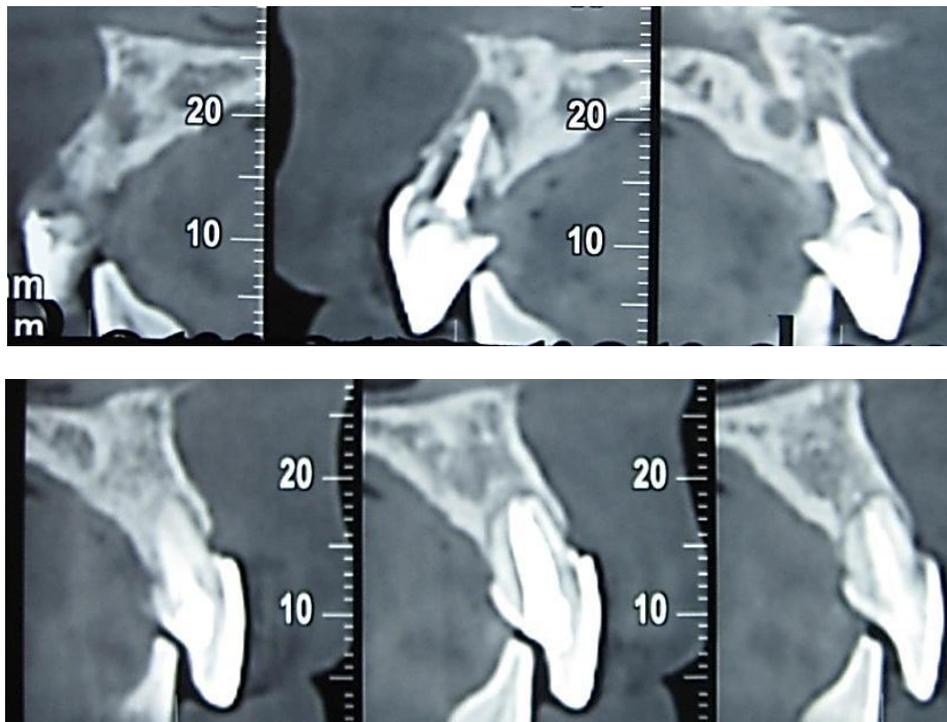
Tomografía del maxilar. (Fuente Directa)
